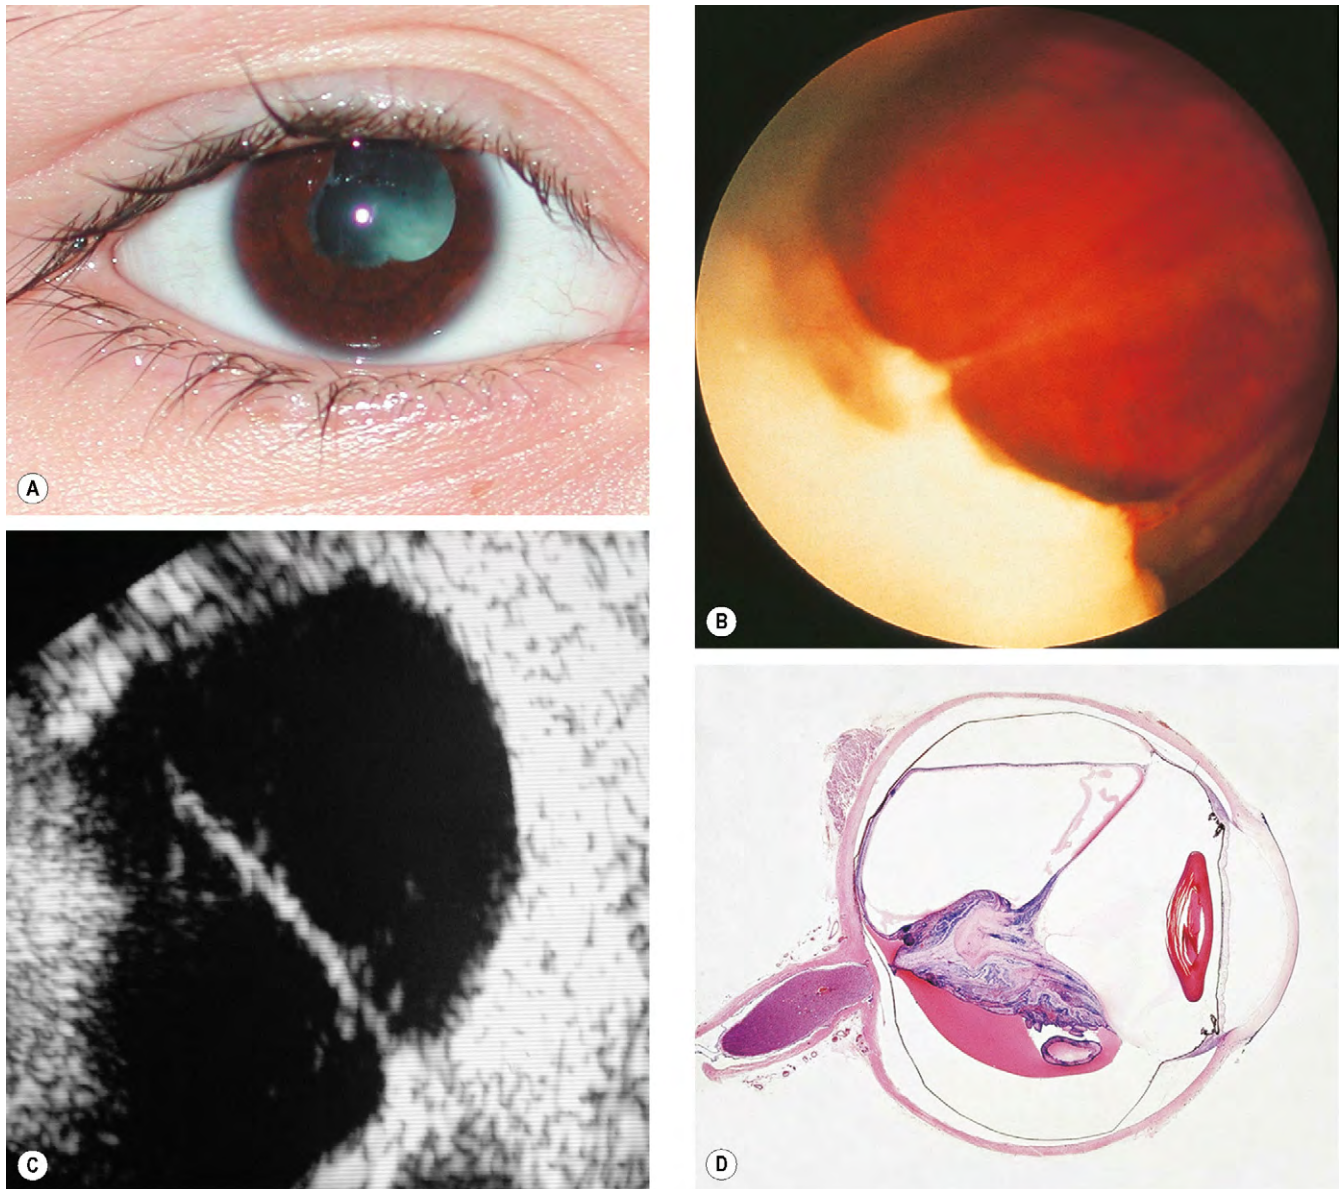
Endoftalmitis por toxocariasis crónica. (A) Leucocoria; (B) exudación periférica y bandas de tracción vitreoretiniana; (C) la ecografía muestra una banda de tracción vitreoretiniana; (D) muestra de anatomía patológica con una masa inflamatoria y desprendimiento de retina total.
